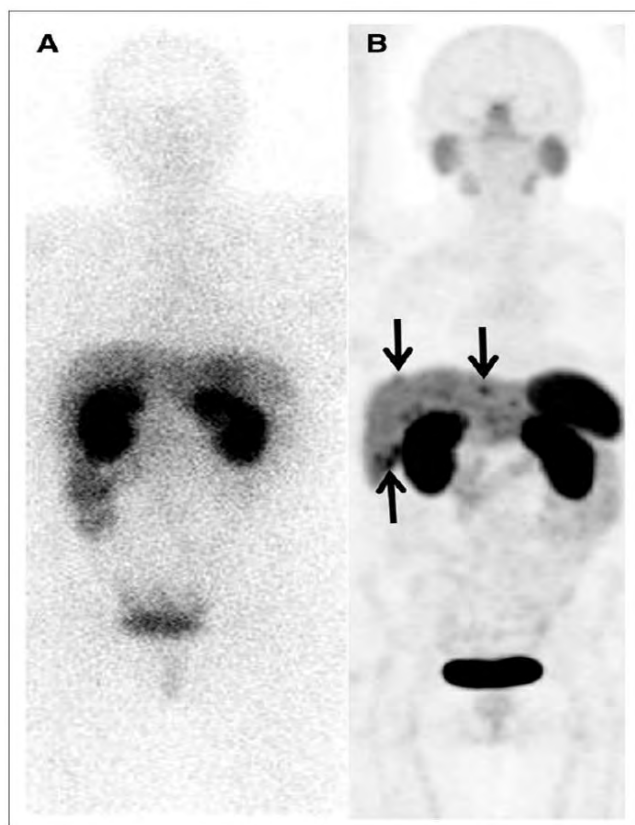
Comparación de imagen entre SPECT con OctreoScan (A) y PET con ^{68}Ga -DOTA-TATE (B) para un paciente con sospecha de recurrencia de NET de intestino delgado en hígado. Se encontraron 9 metástasis en PET, lo que resultó en el plan de cirugía que confirmó los hallazgos. Imagen tomada de *JNM*. Stephen A. Deppen, et al. ^{68}Ga -DOTATATE Compared with ^{111}In -DTPA-Octreotide and Conventional Imaging for Pulmonary and Gastroenteropancreatic Neuroendocrine Tumors: A Systematic Review and Meta-Analysis. *J Nucl Med.* 2016; 57(6): 872-878. © SNMMI.
